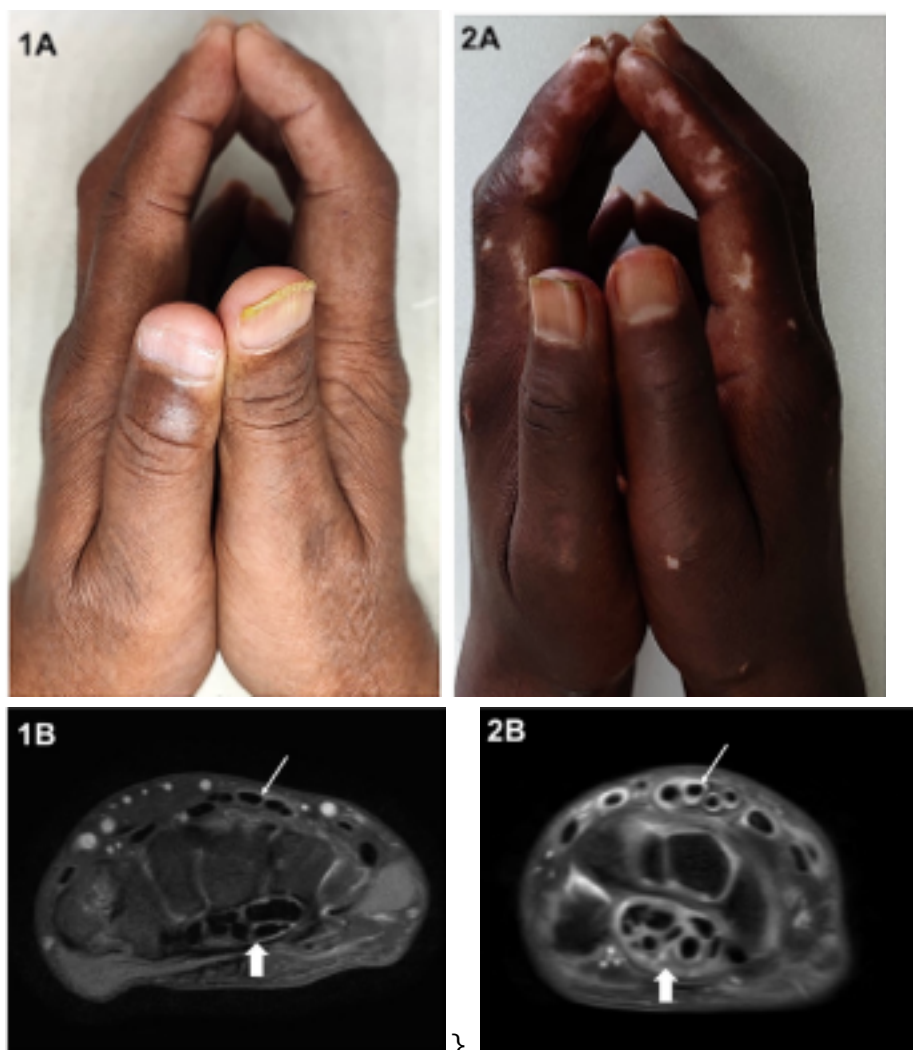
(A-B). Signo del orador en un paciente con diabetes mellitus tipo 2; y Figura 2 (A-B). Signo del orador en una paciente con esclerosis sistémica. Las imágenes de resonancia magnética axial con densidad protónica y saturación de grasa (PDFS) muestran el contraste en el engrosamiento tenosinovial en la región flexora (flechas gruesas) y en la región extensora (flechas delgadas).
